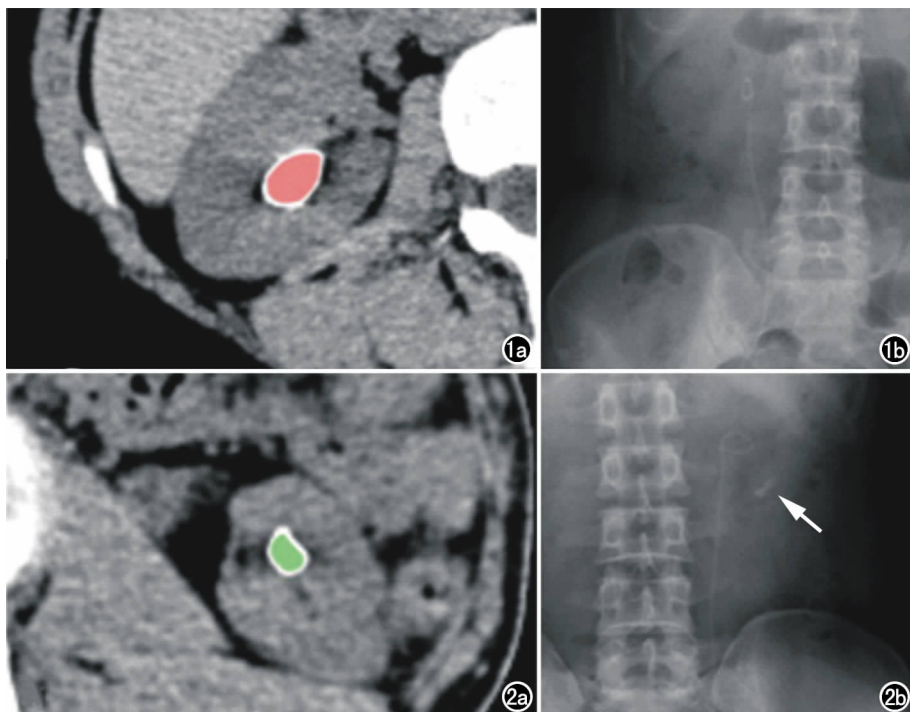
术后结石排净组病例。a)CT 上提取纹理特征的 ROI;b)复查平片示右肾区未见确切结石影。
